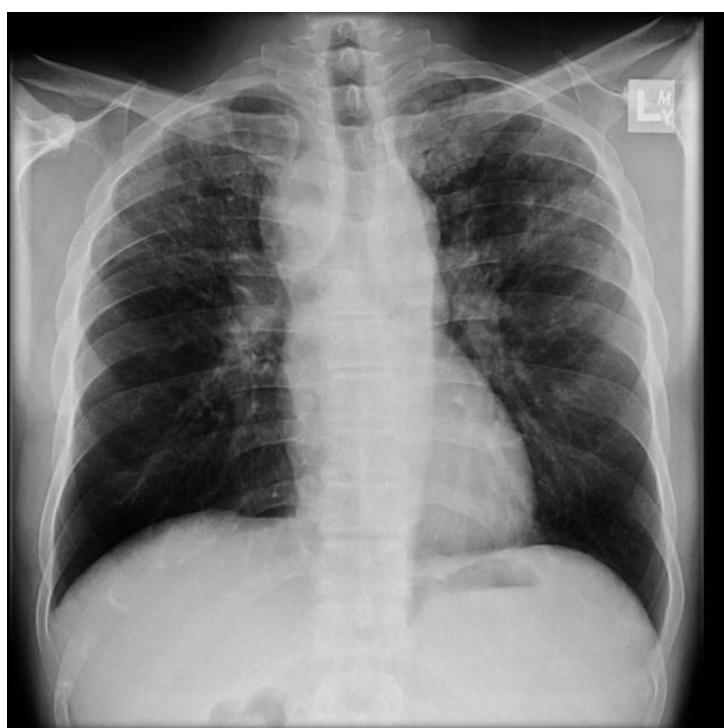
Рентгенография органов грудной клетки при 3 стадии саркоидоза
